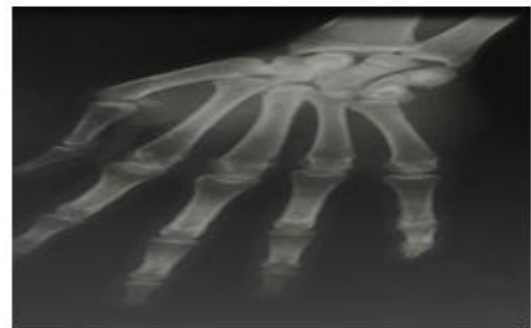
Radiographie de face montrant la luxation carpo-métacarpienne
